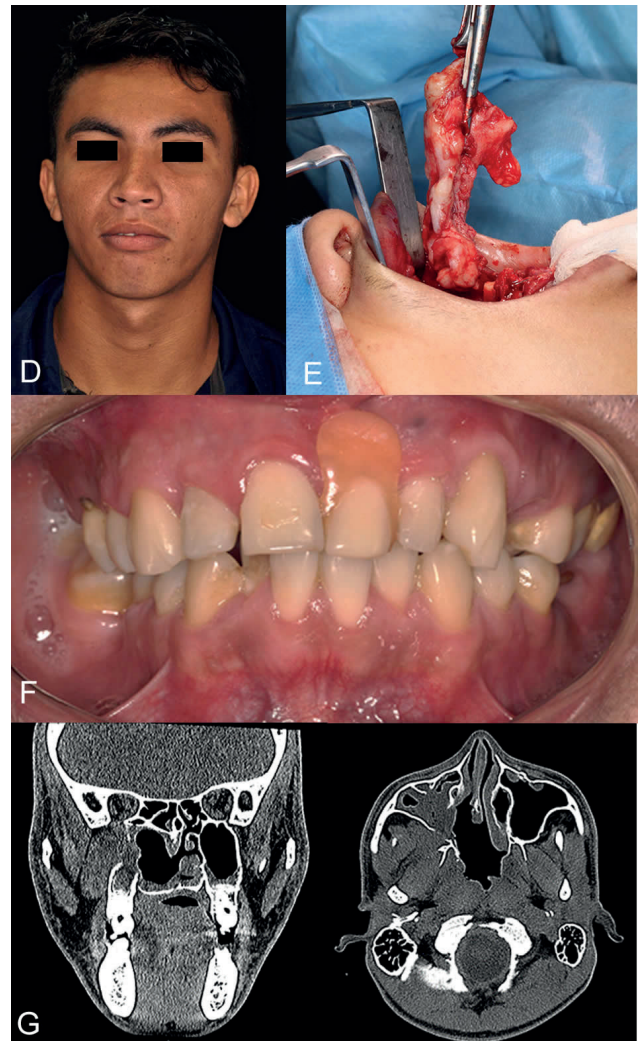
(D) Visão frontal pós-operatória de 01 ano; (E) Exérese da lesão através do acesso fornecido pela Osteotomia Le Fort I e posterior Downfracture maxilar; (F) Oclusão pós-operatória sem nenhuma alteração em relação à oclusão pré-operatória; (G) Tomografia pós-operatória (06 meses) evidenciando a total remoção da lesão.
